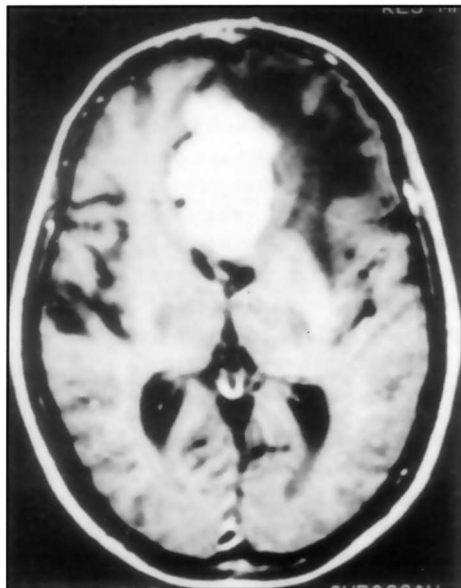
Aspecto na ressonância eletromagnética de lesão metastática cerebral de melanoma. Lesão com sinal hiperintenso em T1, com captação de contraste, notando-se também a presença de edema perilesional.
